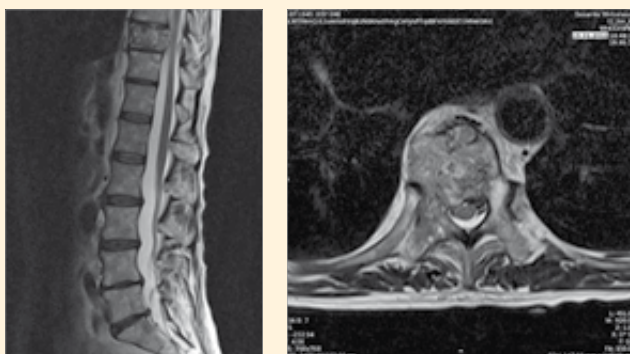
MRT-Befund der Wirbelsäule einer 65-jährigen Patientin: solitäre Metastase BWK10 mit Myelonkompression
